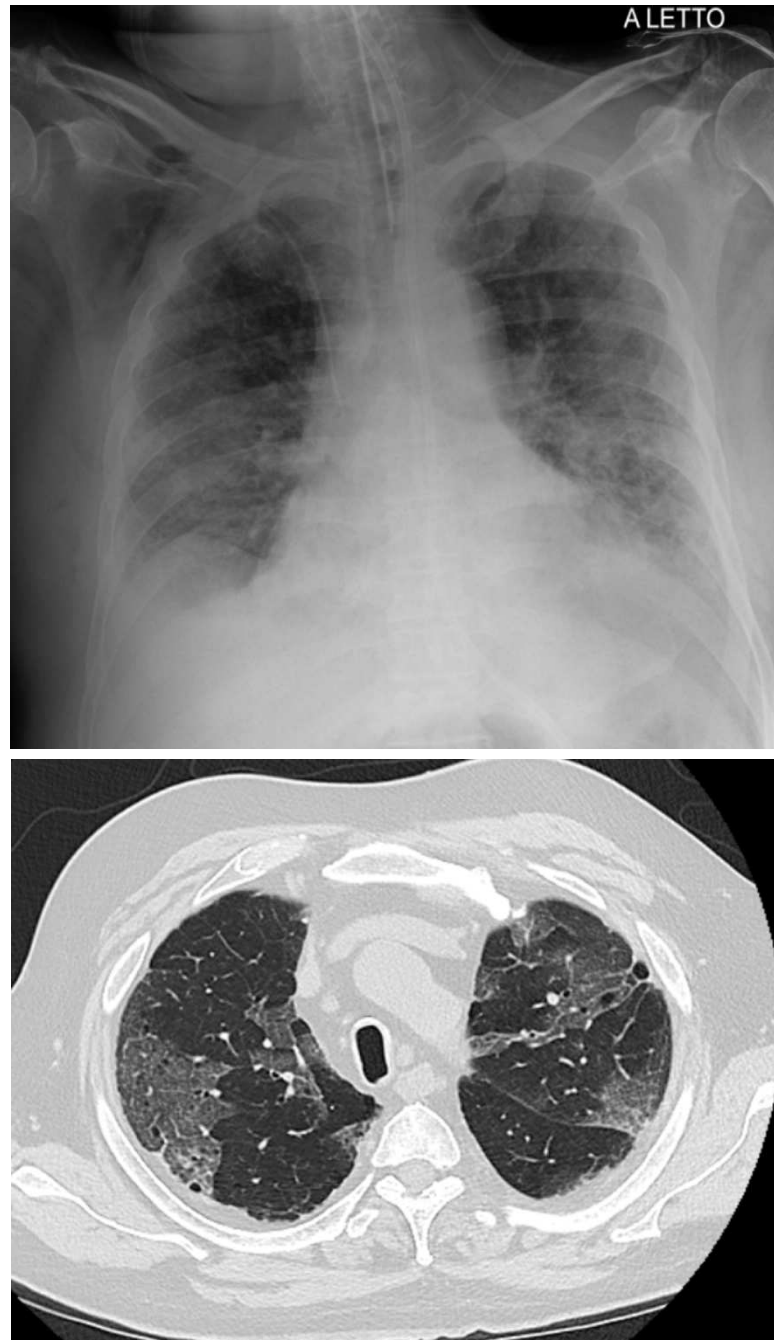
Reperto RX e TC torace di ARDS (immagini originali di pazienti inclusi nello studio dall'archivio dell'Autore)
